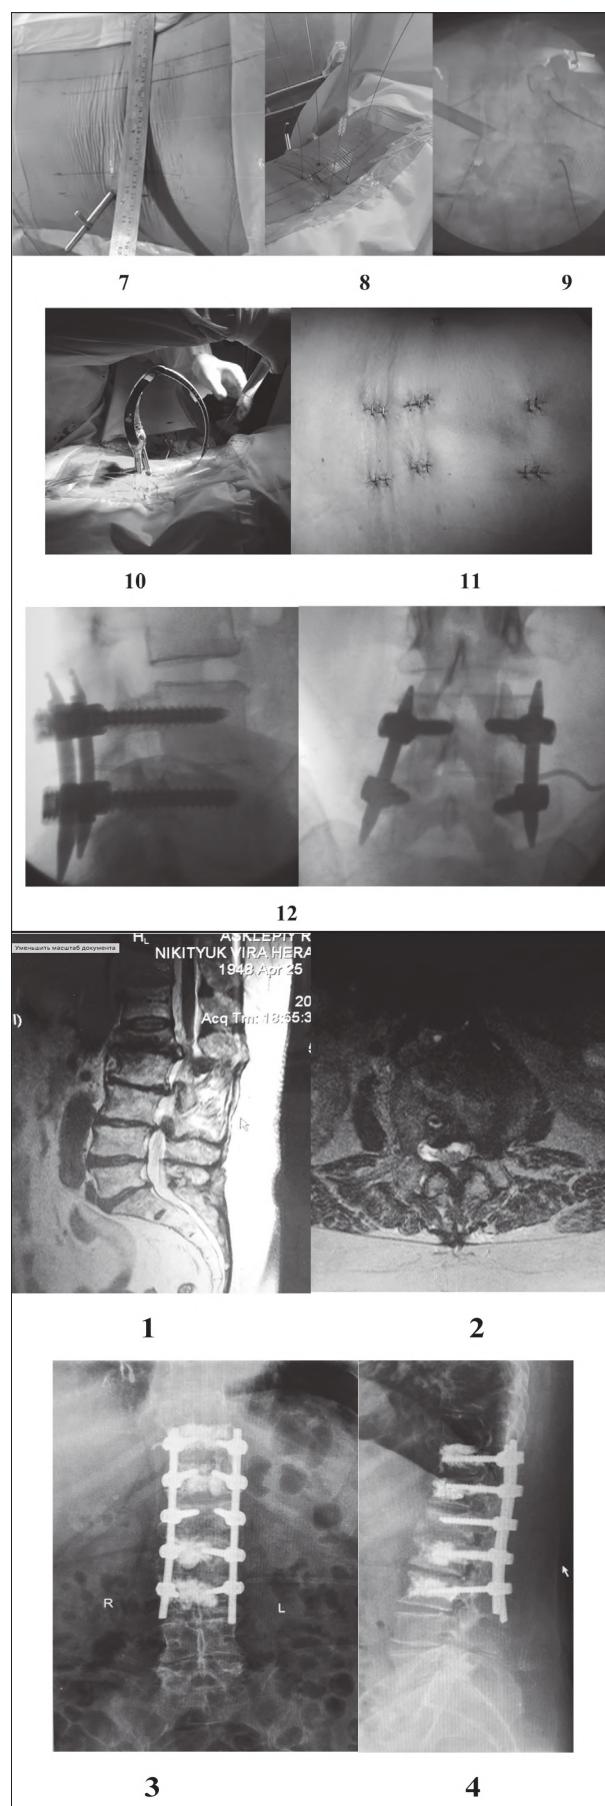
Фотовідбитки МРТ хворої Н-юк (іст. хвор. № 11426/1803) до операції – 1, 2; 3, 4 – післяопераційний рентгенконтроль.
